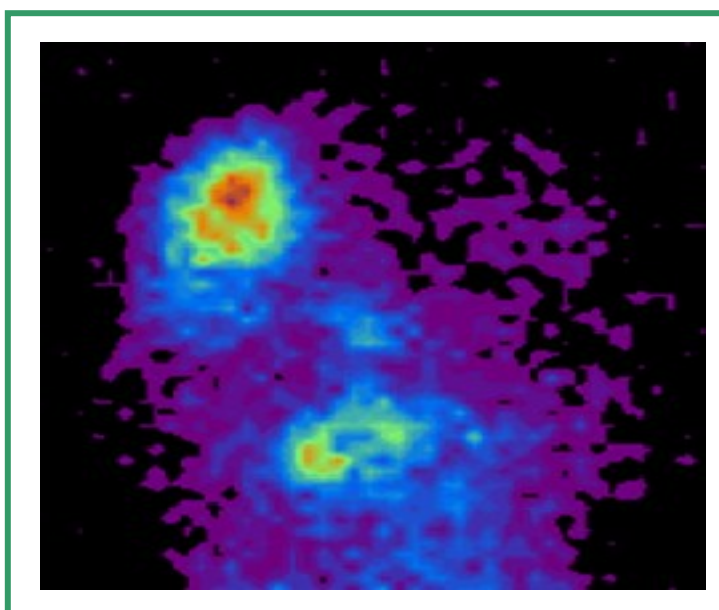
La Tomografia Computaritzada amb Emissió de Fotó Únic (SPECT) ofereix imatges d'activitat cerebral en estructures d'un tamany mínim de 2.5x2.5 cm. Moltes estructures de mida inferior, que no poden ser visualitzades per SPECT, sí ho són mitjançant la Tomografia de Emissió de Positrons (PET).
